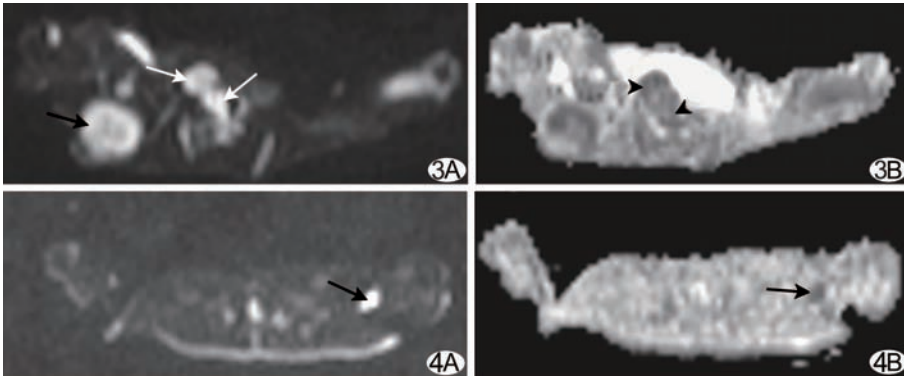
兔恶性淋巴结 DWI 及 ADC 图 A. 肿瘤组织 DWI 呈高信号, 其中央为较低信号(黑箭), 右侧膈内动脉旁转移淋巴结 DWI 呈高信号(白箭); B. ADC 图上淋巴结呈低信号(箭头) 图 4 兔良性淋巴结 DWI 及 ADC 图 A. 左侧膈窝炎性淋巴结 DWI 呈高信号(箭); B. ADC 图上淋巴结呈低信号(箭)
